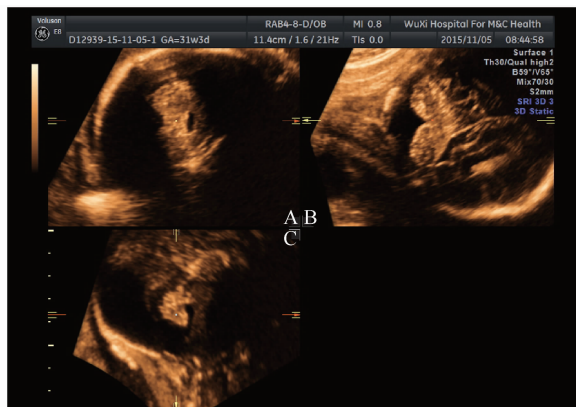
孕 31⁺³,小脑蚓部发育不良胎儿头颅三维超声 VCI 成像 A:经小脑横切面;B:经小脑冠状切面;C:正中矢状切面,显示小脑蚓部完整,整体小,蚓部面积 2.1cm²
